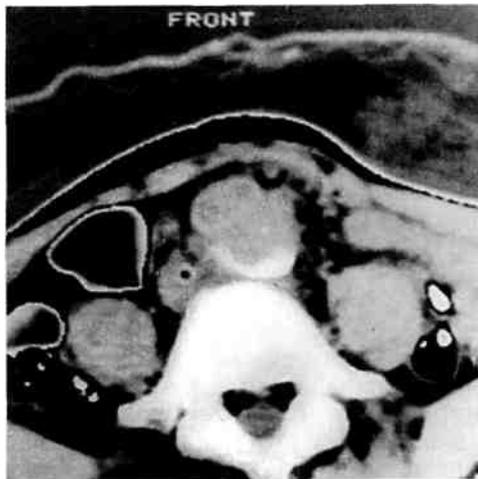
Компьютерная томограмма. Визуализируется основная ветвь протеза, наложенная по типу конец в бок с аортой.
